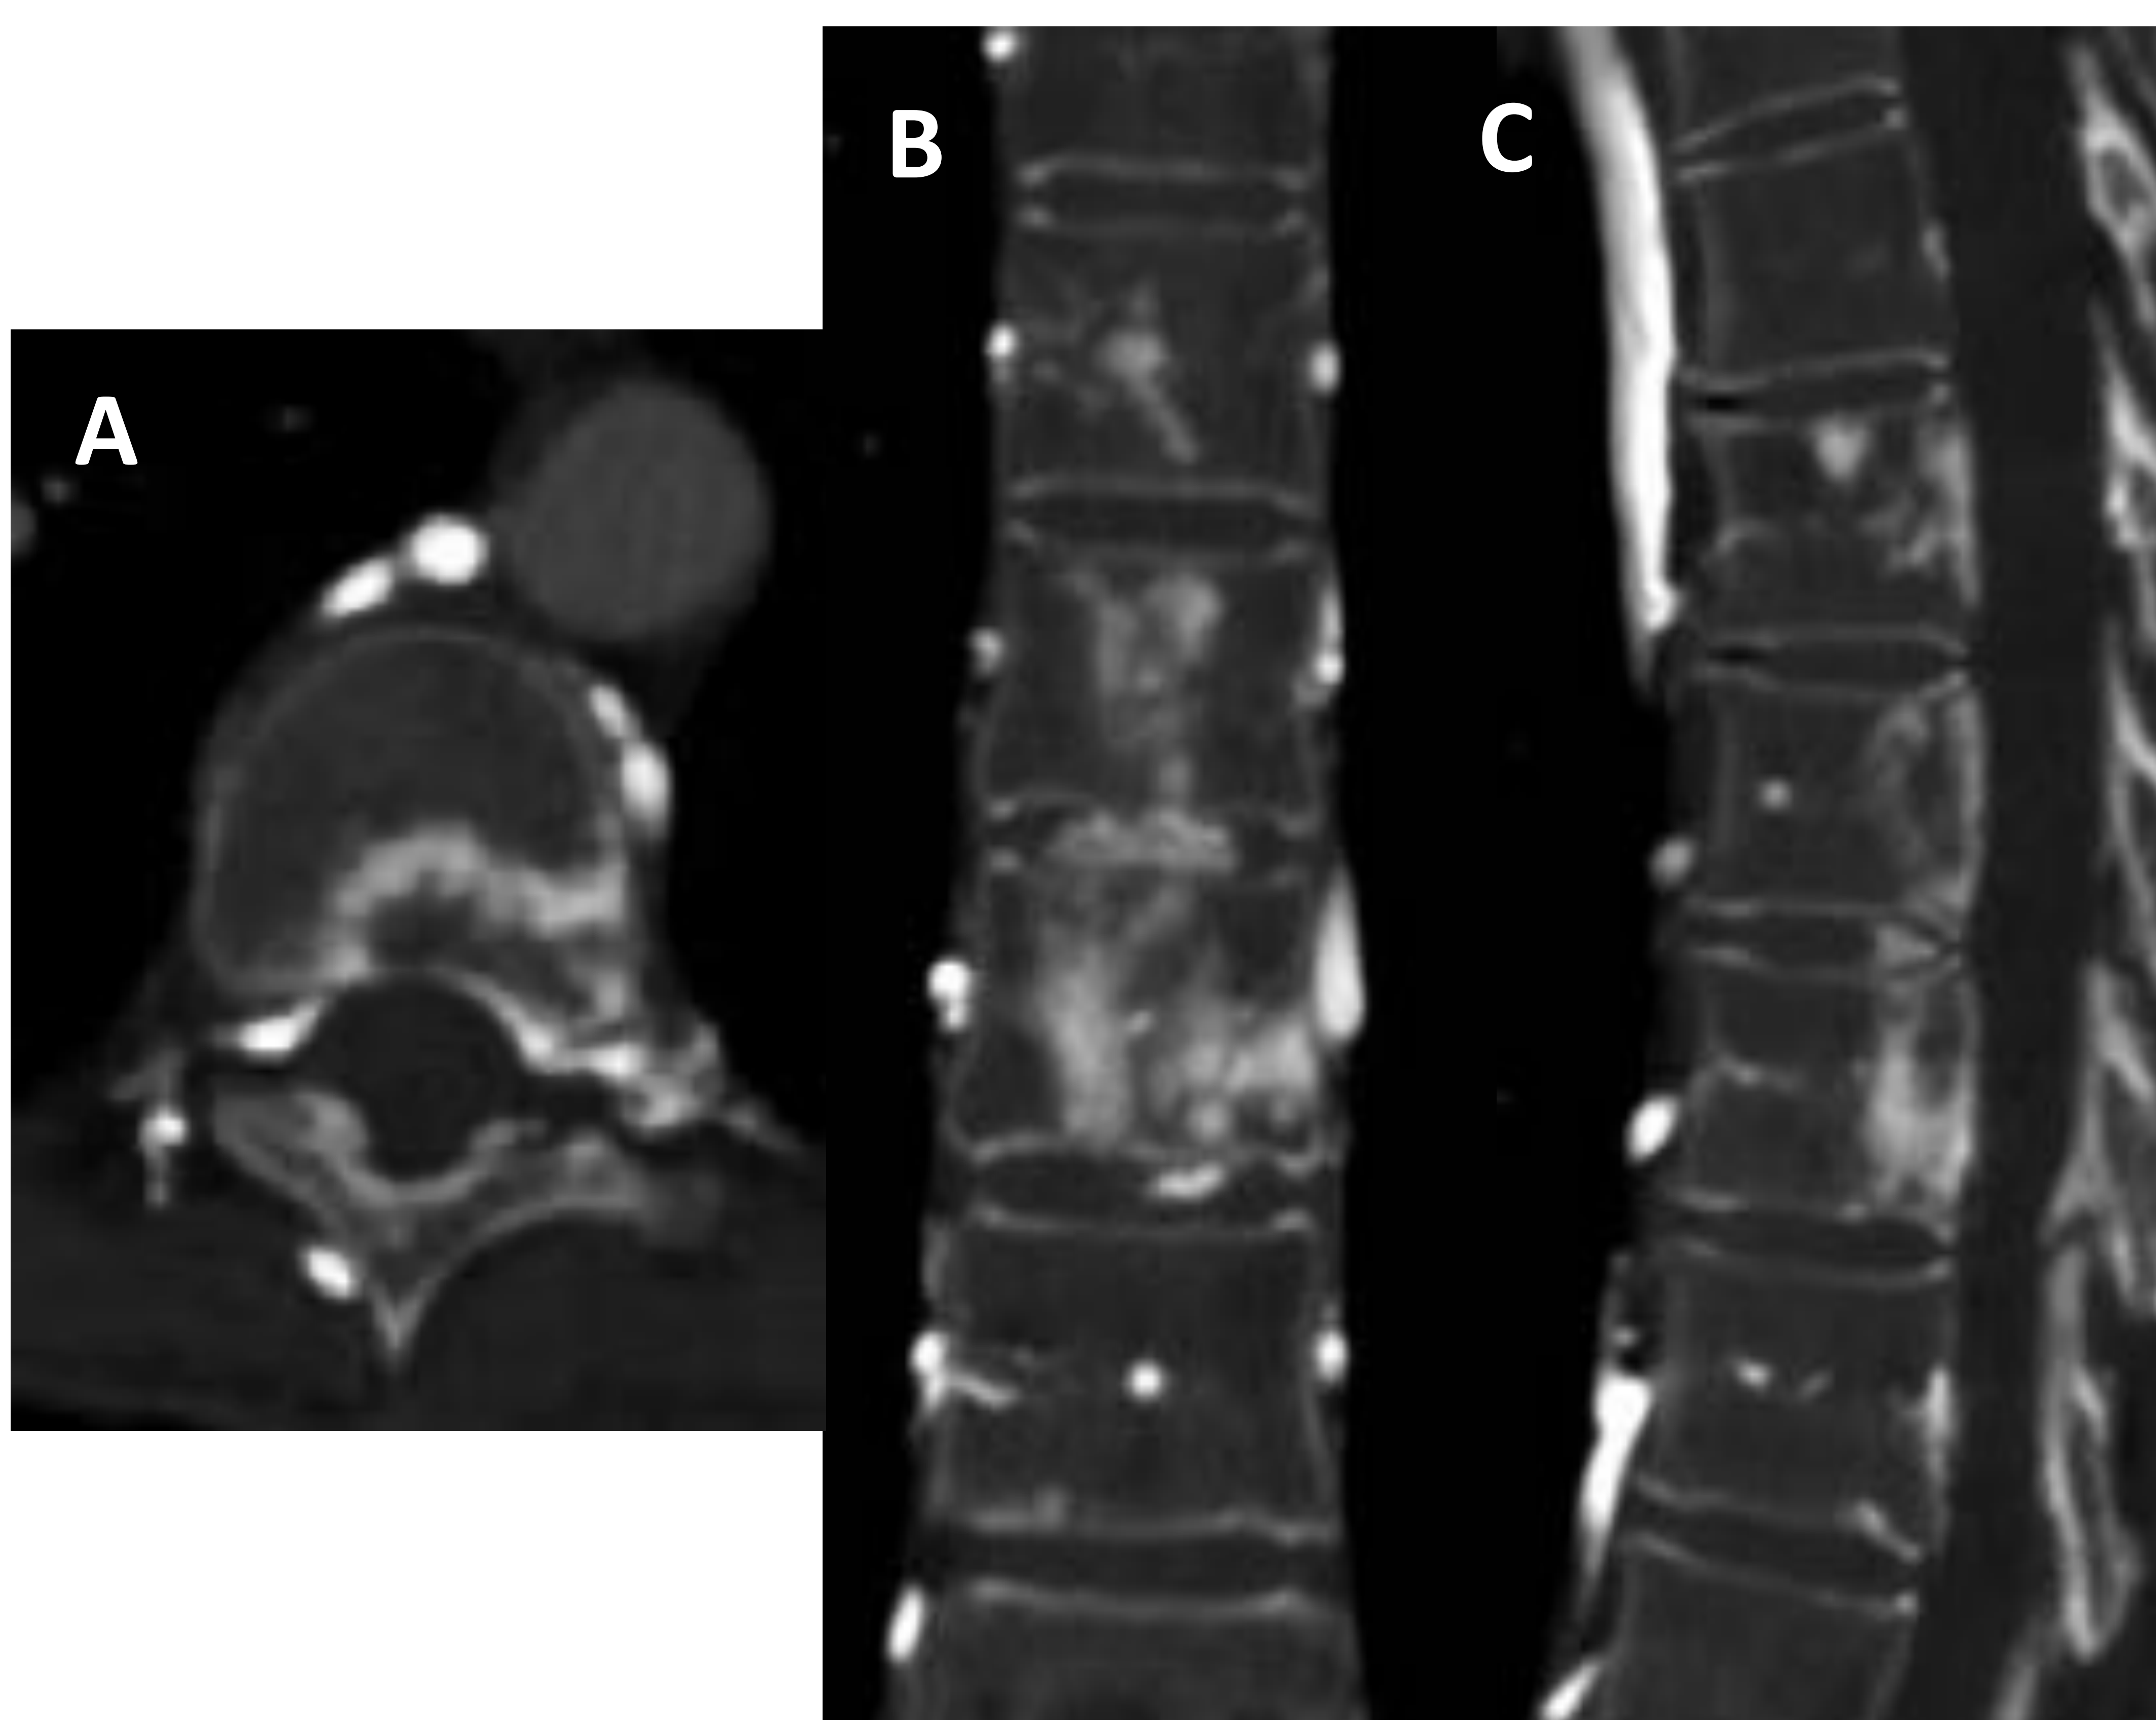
Planos A) axial, B) coronal y C) sagital de TC torácica con CIV y ventana de hueso. Se observan numerosas lesiones óseas hiperdensas en cuerpos vertebrales dorsales medios que podrían malinterpretarse como afectación ósea metastásica.
